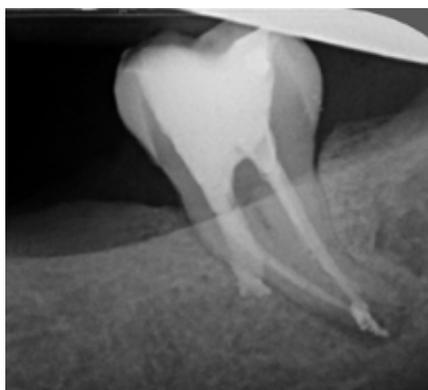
Radiographie rétro-alvéolaire d'une perforation traitée par un biomatériau au 1/3 médian de la racine mésio-linguale d'une 37 [38].
